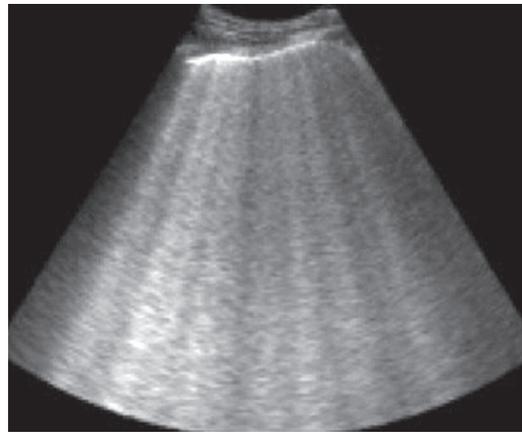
Imagem de ecografia com sonda convexa que mostra múltiplas imagens lineares hiperecogénicas (linhas B), perpendiculares a linha pleural, em doente com edema pulmonar agudo.
